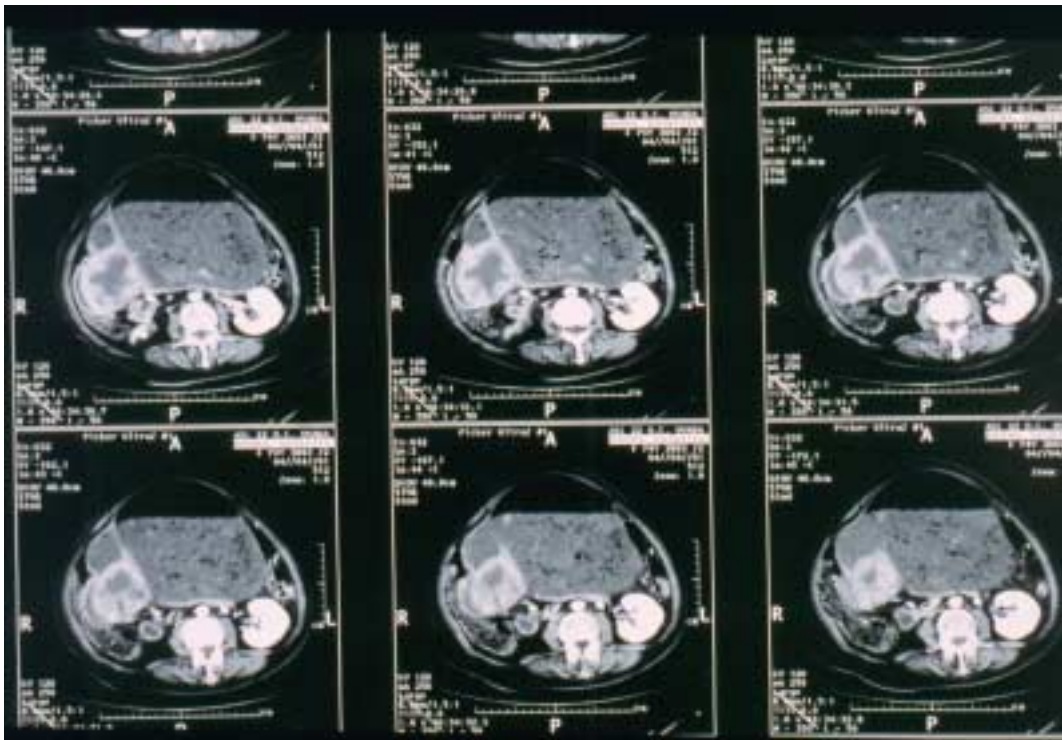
TC addome: la lesione antrale è stenosante. Gastrectasia con ingesti.
